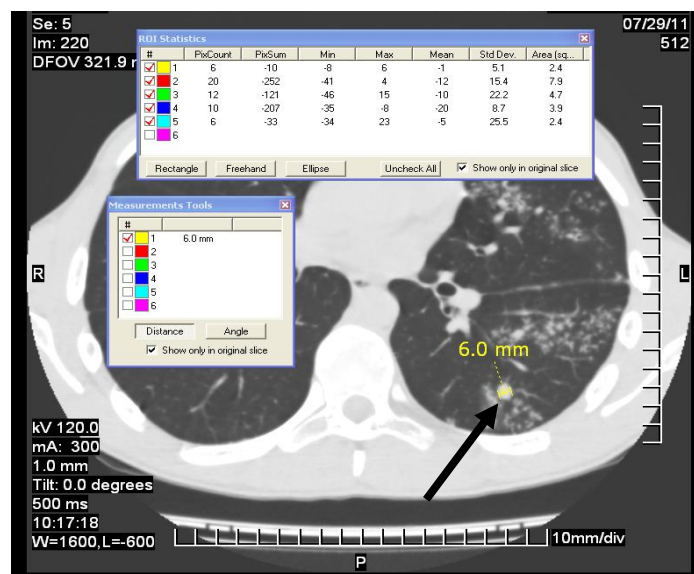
Аксиальний зріз КТ хворого С. з дайком-в'ювером DICOM VIEVER PHILIPS та таблицями денситометричних показників вогнища нижньої частки лівої легені хворого (вогнище вказано стрілкою).
